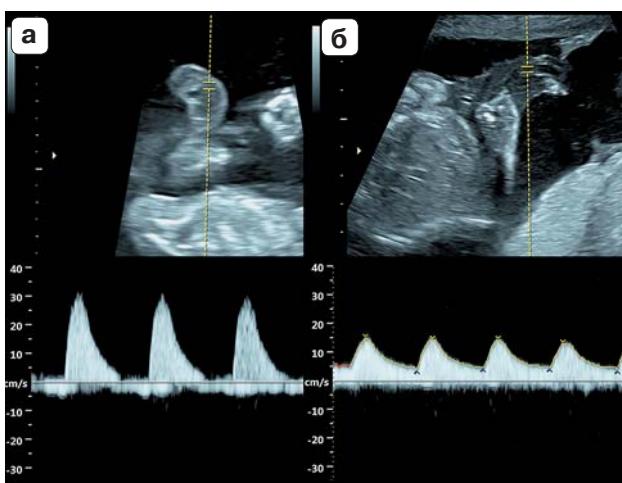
Допплерография артерии пуповины второго плода. а – до трансфузии; б – после трансфузии.
